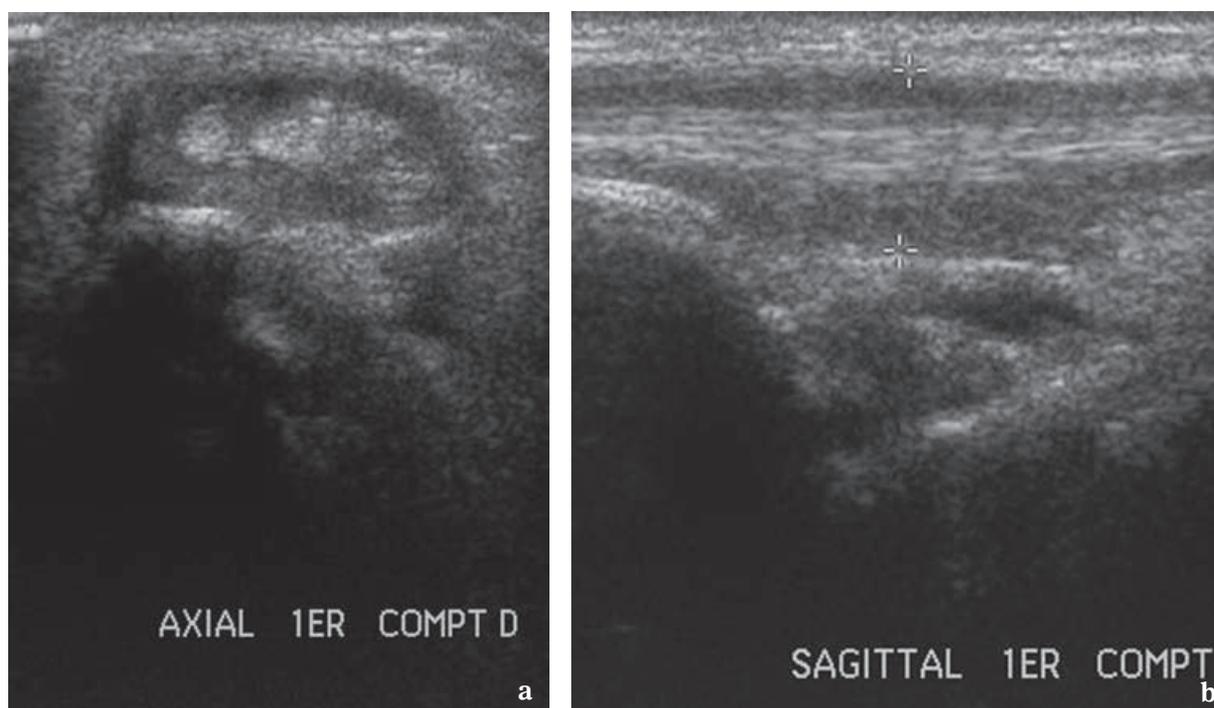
Ténosynovite de de Quervain opérée. Coupes échographiques axiale (a) et longitudinale (b) des tendons du premier compartiment dorsal du poignet réalisées six mois après chirurgie. Modifications peu significatives avec un épaissement hypo-échogène de la gaine synoviale et un aspect normal des dimensions et de l'échostructure tendineuse.
